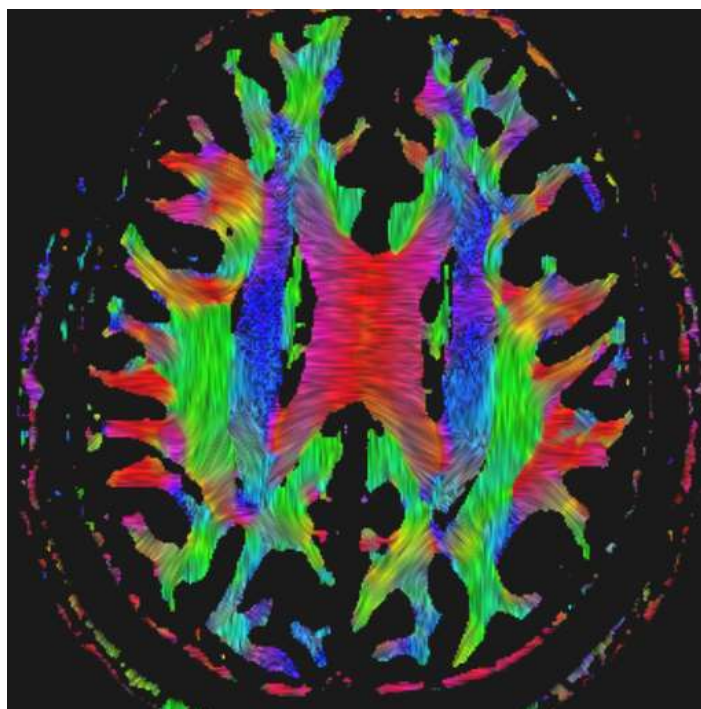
Цветная карта фракционной анизотропии (цветовое кодирование диффузионных тензоров)
